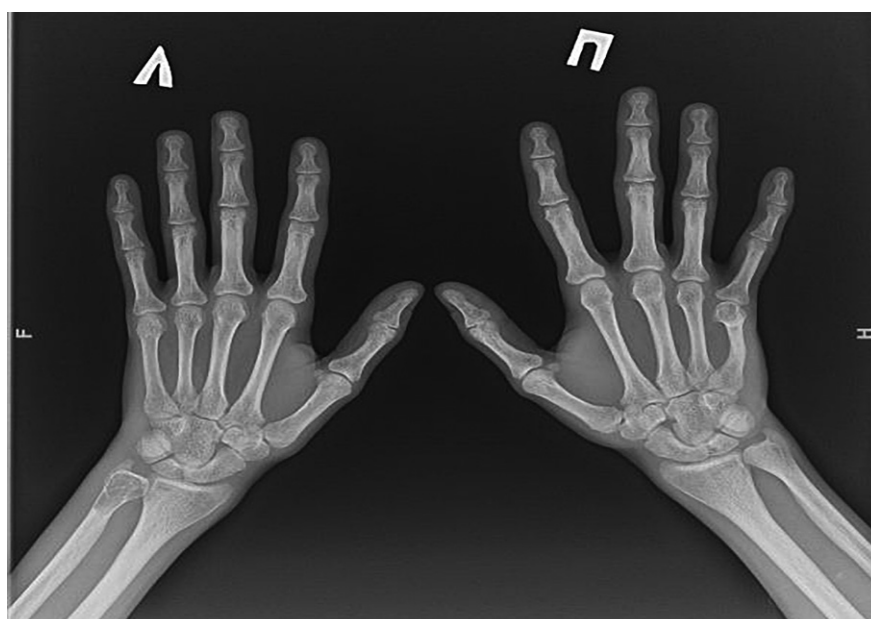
Рентгенография кистей с лучезапястными суставами. Диффузное снижение плотности костей, кистовидно-дистрофическая перестройка структуры дистального эпиметафиза левой локтевой кости с деструкциями от 3,9 мм до 10,7 мм на фоне локальной псевдобуллизации. Справа — ульнарная девиация диафиза 5-й пястной кости с консолидированным переломом в средней трети, деформация с остеодистрофической перестройкой структуры головки и субкапитальной зоны. Перестроечные переломы в стадии консолидации диафизов 3-й и 4-й пястных костей правой кисти по медиальным поверхностям. Формирующиеся кисты в дистальных метаэпифизарных зонах лучевых костей с обеих сторон от 1 до 3 мм, а также в шиловидной зоне дистального эпифиза правой локтевой кости и в телах ладьевидной и полулунной костей правой кисти (0,5–2 мм).
